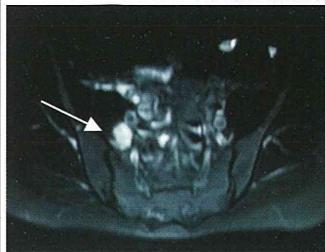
腹膜偽粘液腫の閉鎖孔再発(MRI, ceCT, 術中写真(外腸骨動脈・内腸骨動脈をテーピングして切除した)。
